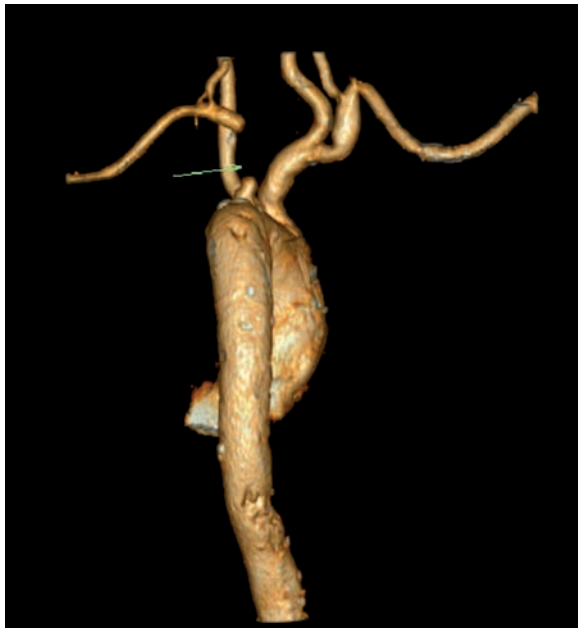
Angio-TC de aorta ascendente, cayado y aorta descendente que evidencia oclusión proximal de la arteria subclavia izquierda (flecha).
